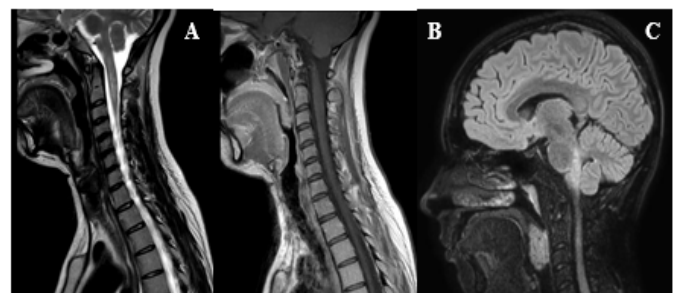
Hypersignal sur 3 niveaux vertébraux en séquence sagittale T2 (A) sans prise de contraste en T1 gado (B) et un hypersignal FLAIR de la région bulbaire et de l'aréa postrema (C)
